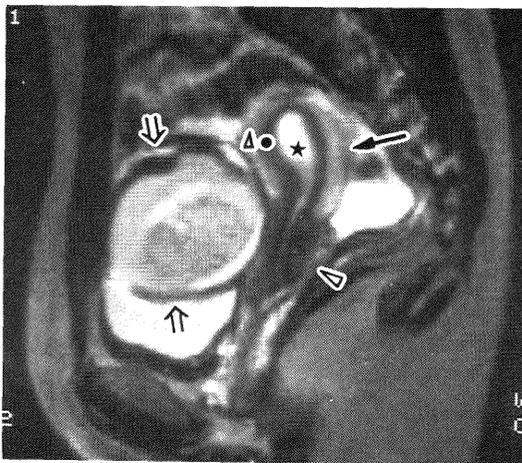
正常子宮，MRI T2 強調画像，矢印：体部，
